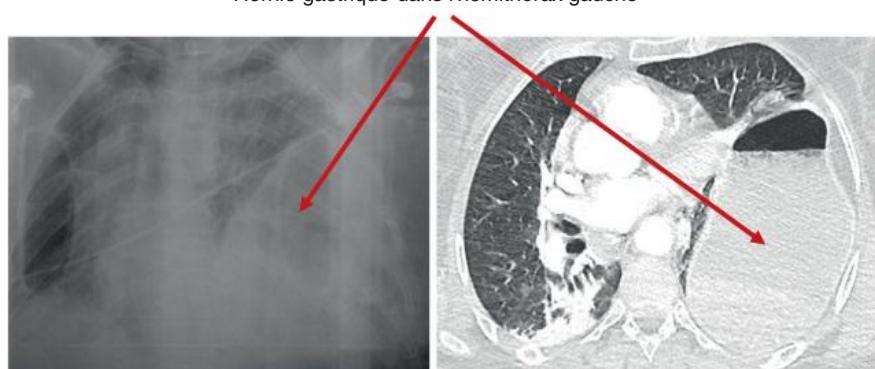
A Radiographie et scanner thoraciques chez une patiente défenestrée de 54 ans. Rupture diaphragmatique gauche.
